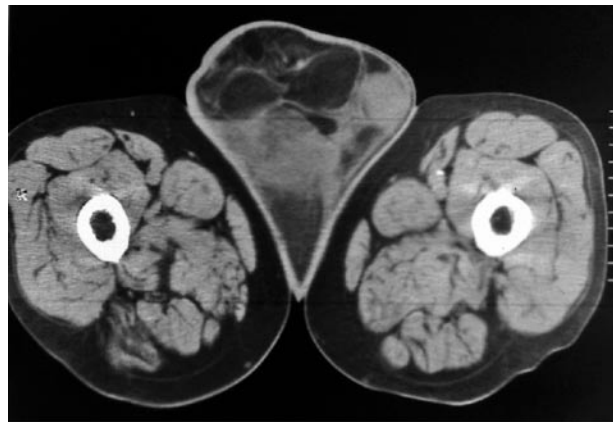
Imagen de la TAC de la tumoración paratesticular (caso nº1).
